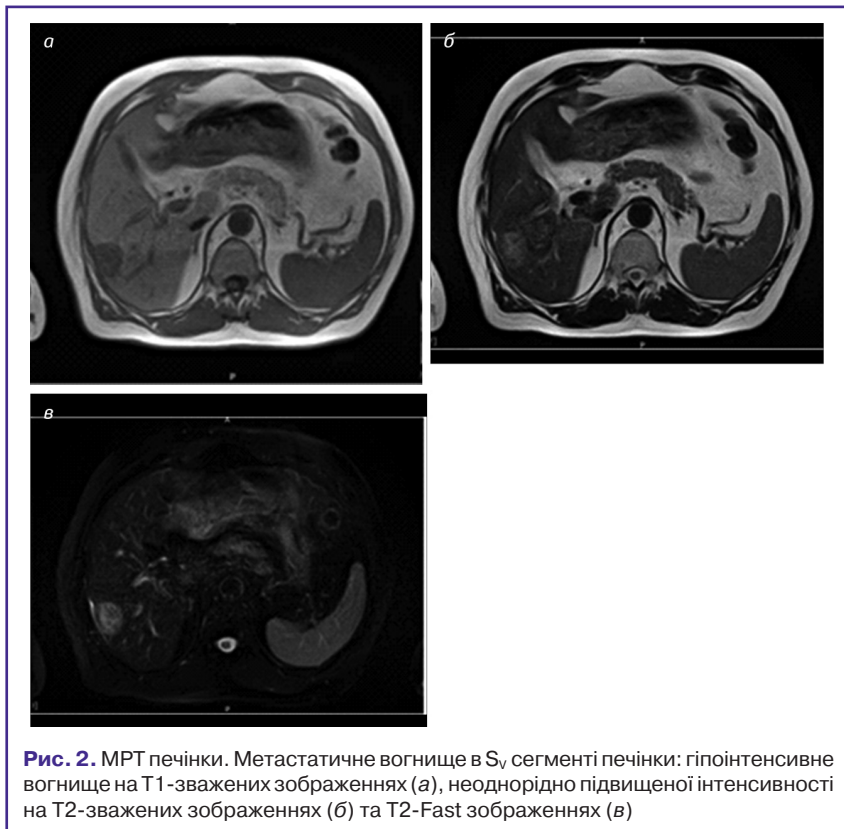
МРТ печінки. Метастатичне вогнище в S_v сегменті печінки: гіпоінтенсивне вогнище на T1-зважених зображеннях (а), неоднорідно підвищеної інтенсивності на T2-зважених зображеннях (б) та T2-Fast зображеннях (в)
